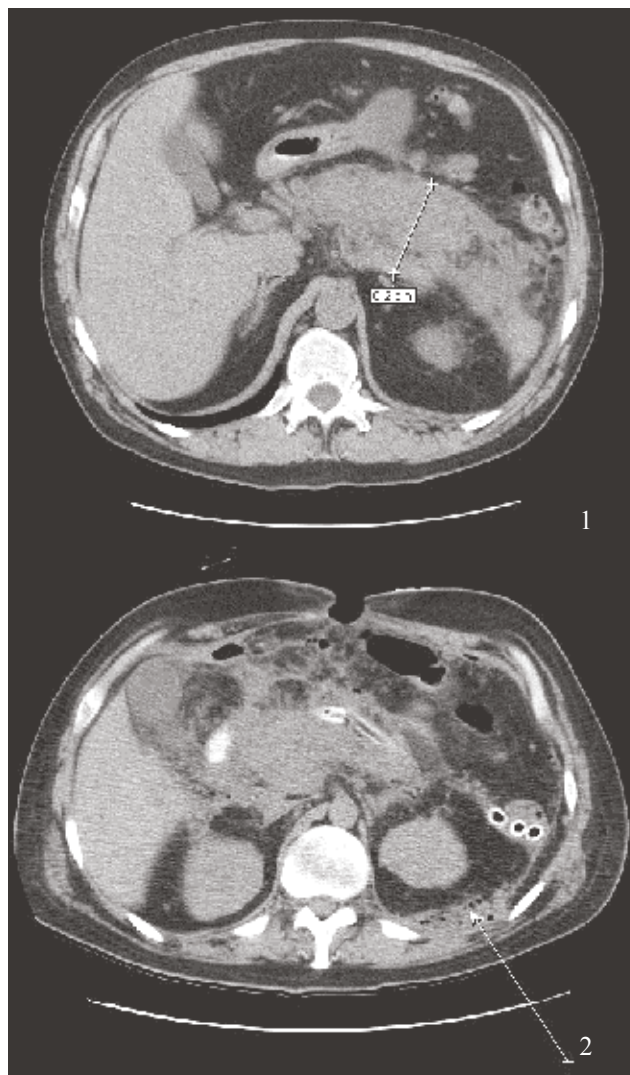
КТ больного с инфицированным ПН, распространением флегмоны в забрюшинную клетчатку в области селезеночного угла ободочной кишки (1 - до дренирования забрюшинной клетчатки, 2 - после дренирования; отмечается купирование флегмоны, уменьшение инфильтрации тканей).
